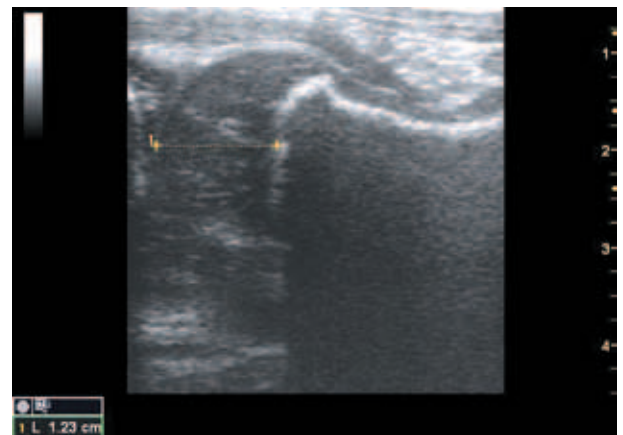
Эхограмма ребенка А., 1 мес. УЗИ передним доступом. Продольное сканирование. Головка бедренной кости
